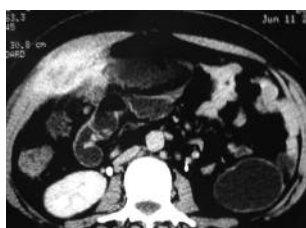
TDM abdominale : masse hétérogène de la paroi abdominale antérieure droite envahissant le péritoine et l'épiploon.
